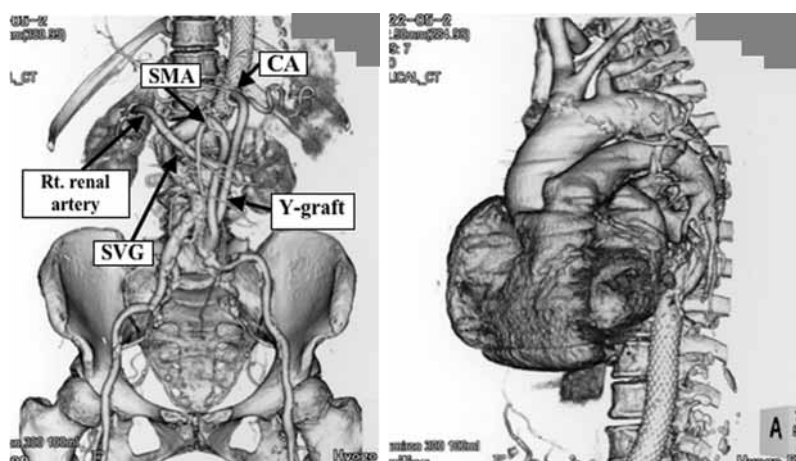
Postoperative 3-dimensional computed tomography (Case 4).
